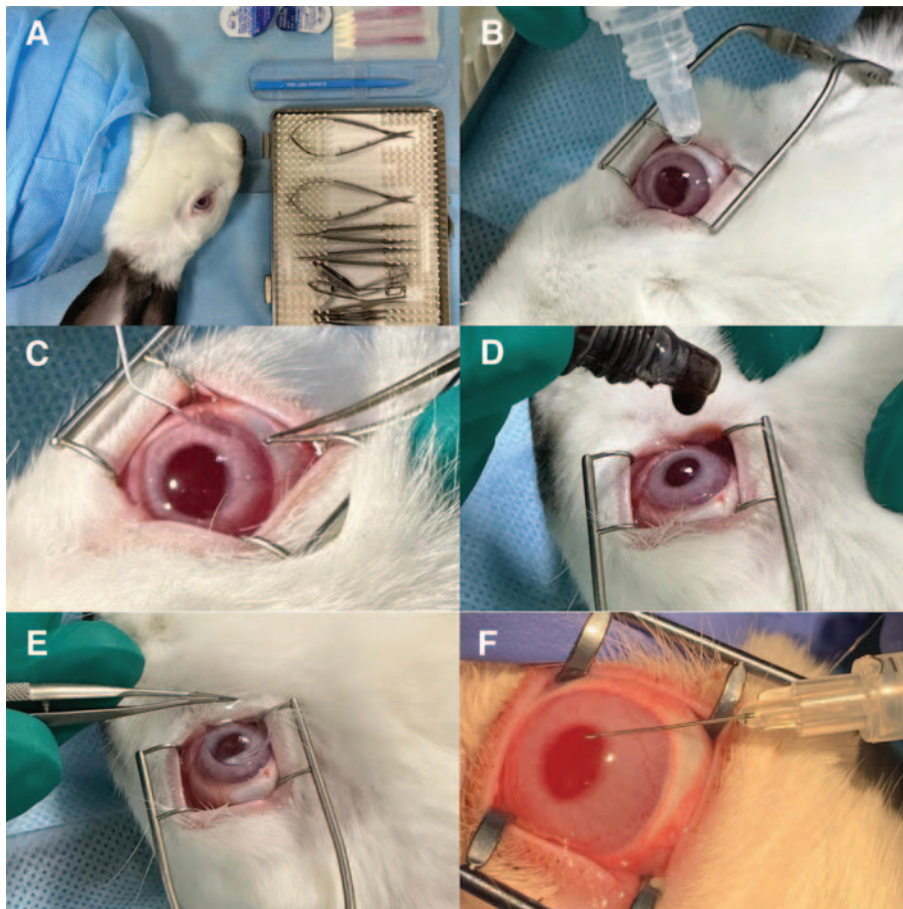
Этапы исследования в опытной группе. А — обзорное фото, В — инстилляция анестетических капель, С — скарификации роговичного эпителия, D — инстиллянии раствора КТ InP/ZnSe/ZnS 650, E — помещение МКЛ на роговицу, F — забор образца влаги ПК
